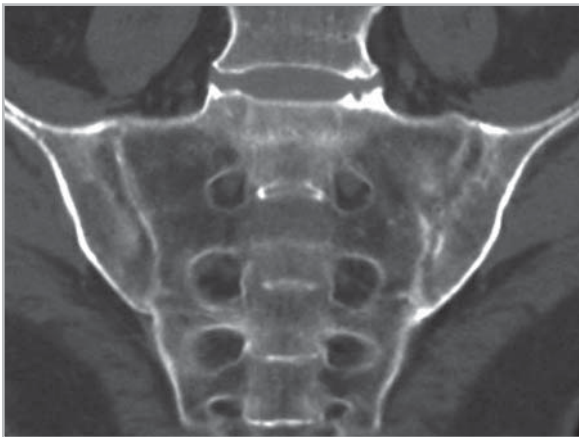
Компьютерная томограмма КПС в аксиальной проекции больного Б., 22 лет. Диагноз – анкилозирующий спондилит (длительность болей в позвоночнике 36 мес.). Определяется костный мостик задних отделов левого КПС – частичный анкилоз (стрелка), суставные щели обоих КПС неравномерно расширены за счет глубоких эрозий замыкательных пластинок подвздошных костей, в правой подвздошной кости имеются признаки субхондрального склероза. Заключение: двусторонний сакроилит III стадии.
